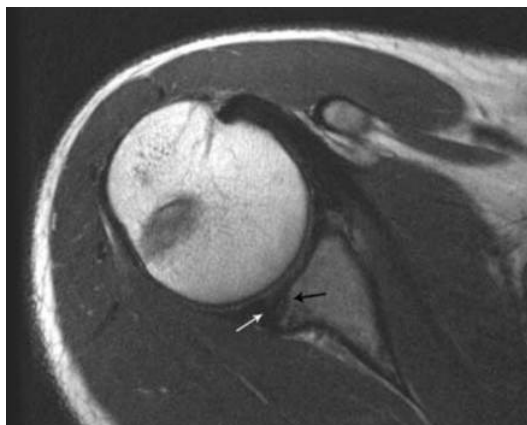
Axiale MRT eines 16-jährigen Baseball-Pitchers zeigt Remodeling des hinteren Glenoid-Randes (schwarzer Pfeil) sowie damit assoziierte degenerative Veränderungen des posterioren Labrums (weißer Pfeil) (50)
